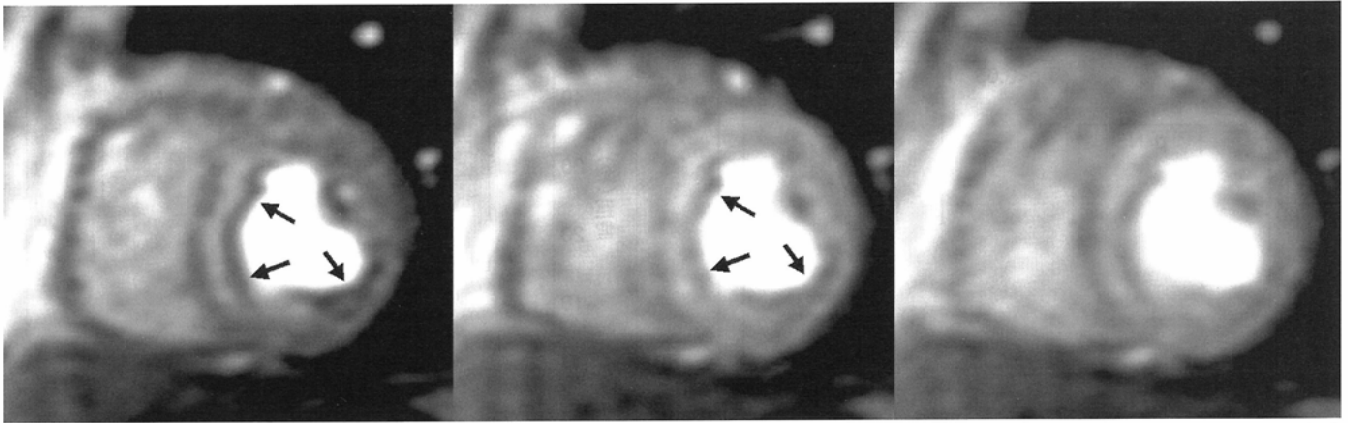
正常症例の心筋血流MRIにおける内膜下アーチファクト (saturation recovery TurboFLASH). 造影剤が左室内を通過する際に、心内膜面に沿って低信号が認められる (矢印). 本症例の冠動脈造影は正常であり、負荷時と安静時の心筋血流MRIのいずれにおいても同様の内膜面に沿った低信号が認められることから、この低信号はアーチファクトと考えられる。
